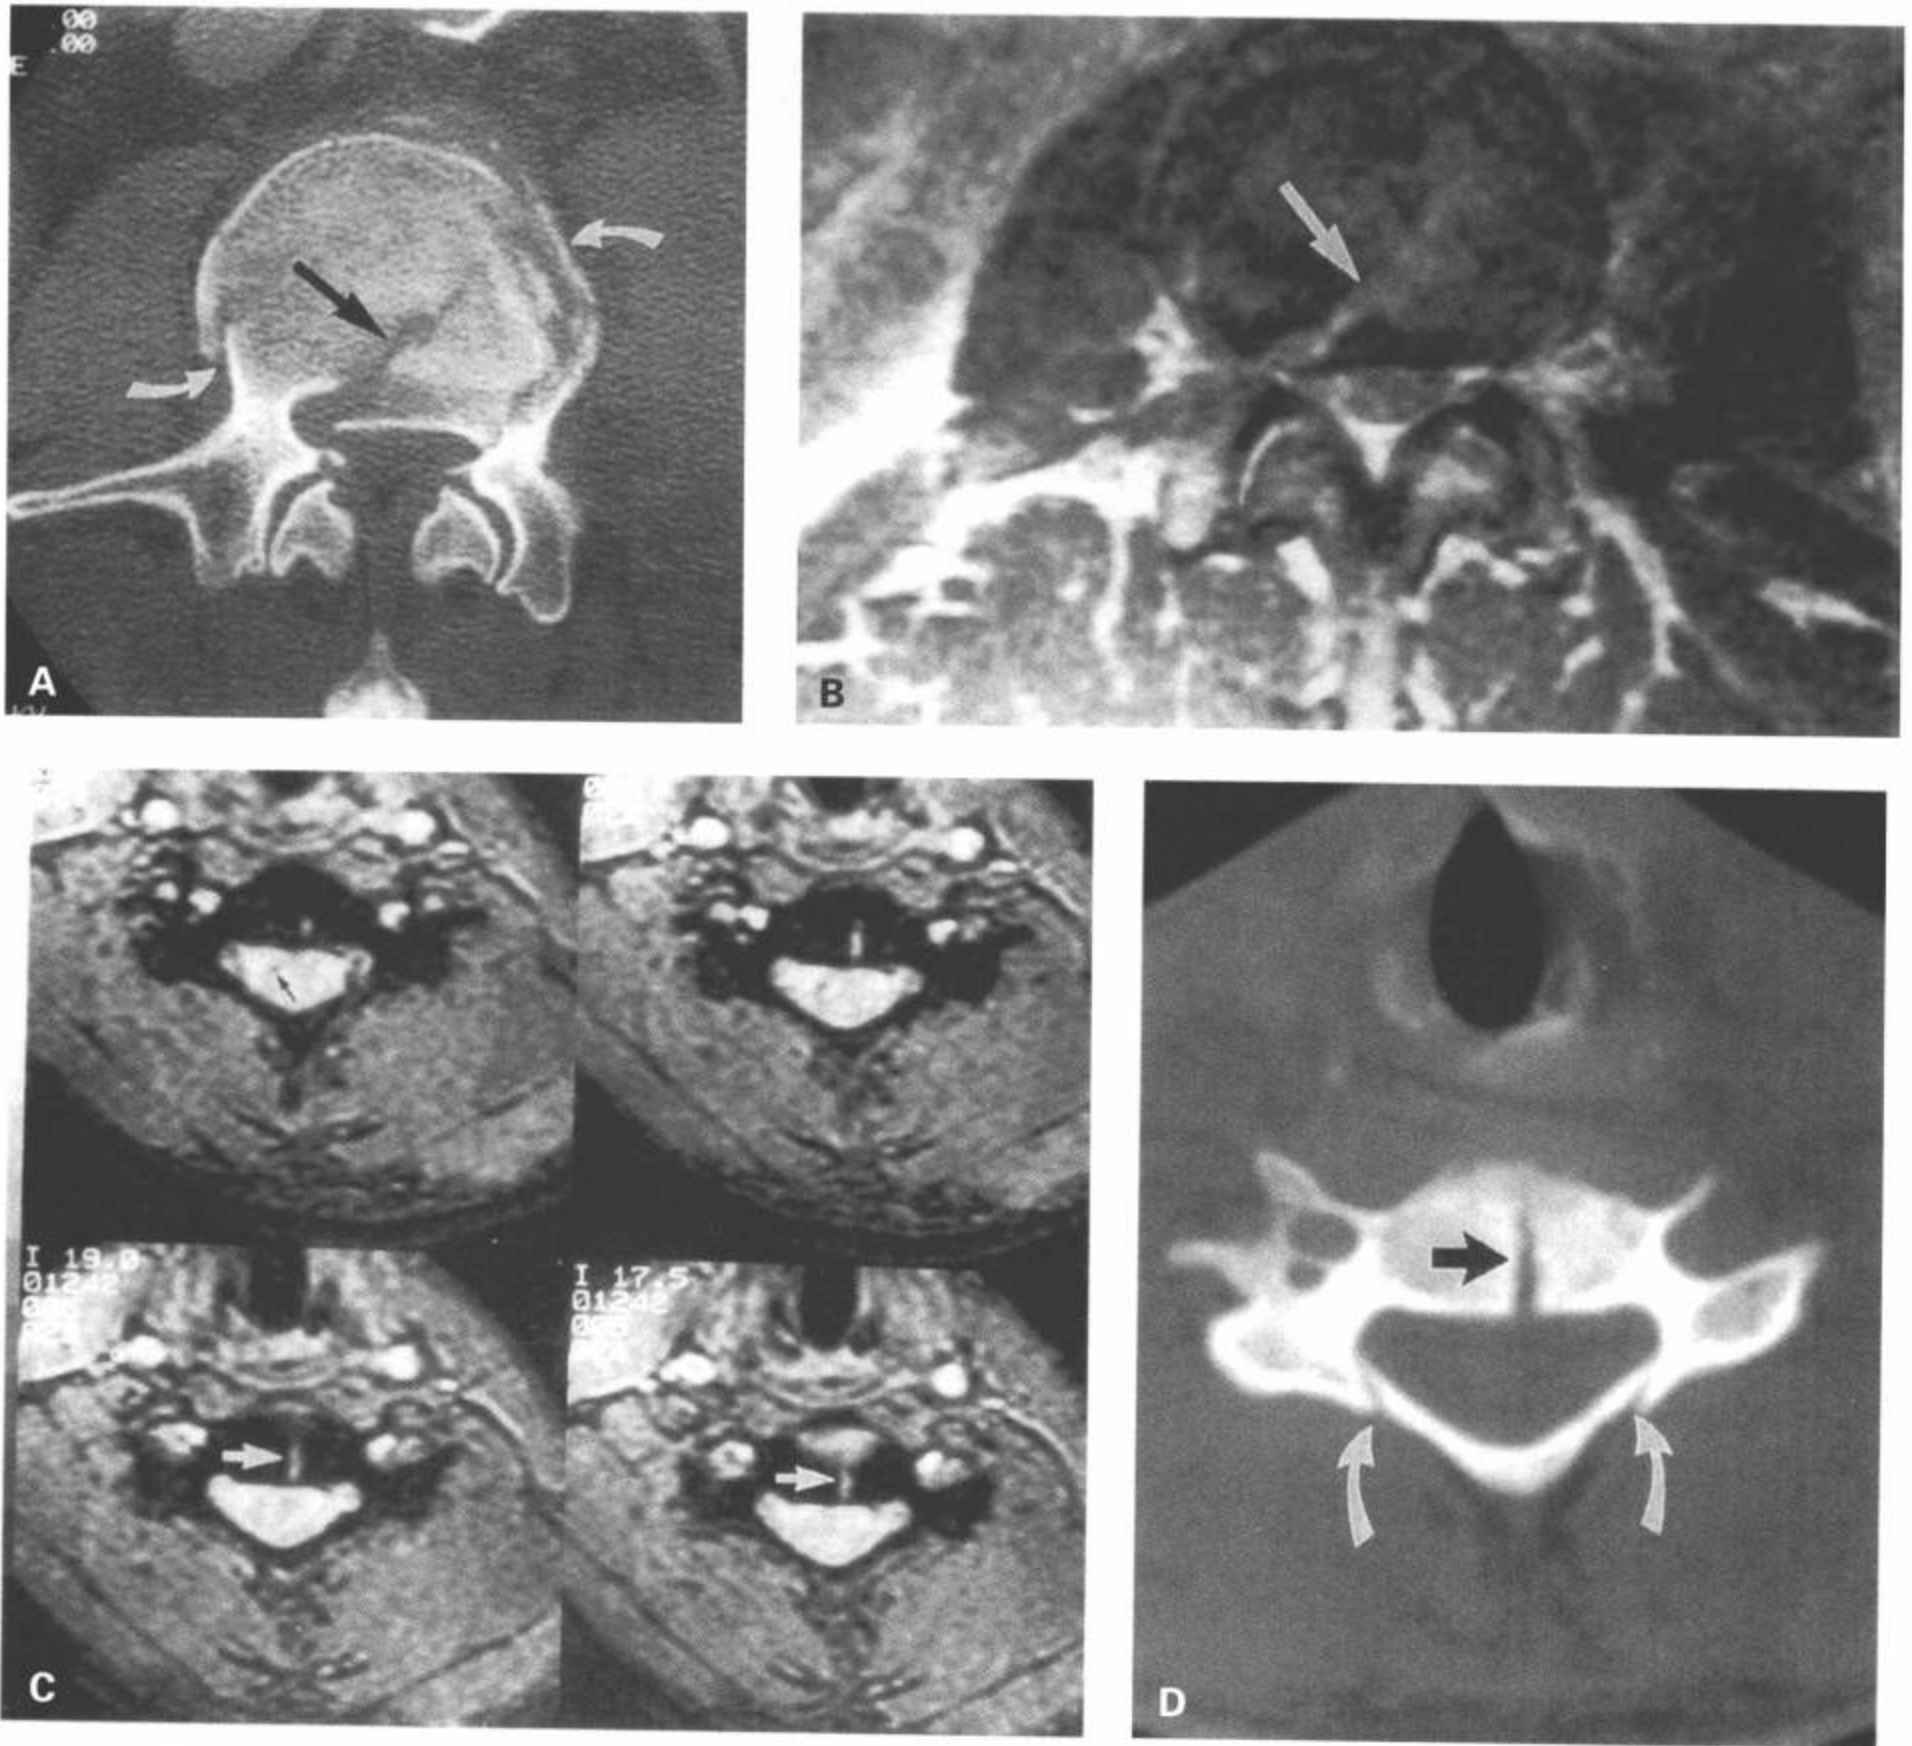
用MRI和CT显示的骨折。A: CT横断面图像显示L3粉碎性骨折。一条斜行的骨折线(箭)划定了后移骨碎片的边界。骨折延伸到周围的皮质缘之外(弯箭)。B: 与(A)相同层面的横断面FSE中间加权图像。骨折线(箭)的表现类似于CT图像;然而其他骨折线和骨碎片显示不佳。C: 另外一例病人的横断面3DFT梯度回波图像显示,一条垂直方向的骨折线延伸到一个颈椎椎体中部(白箭)。脊髓右前面有一个残留的小出血灶(黑箭)。D: 与(C)同一层面的CT横断面图像也显示了垂直的骨折线(黑箭)。另外,双侧椎板存在骨折(白箭)。这种表现在MRI上难于显示。(From: Flanders AE, Croul SE. Spinal trauma. In: Atlas SW. Magnetic Resonance Imaging of Brain and Spine.3rd ed. Philadelphia: Lippincott Williams & Wilkins; 2002:1775, with permission.)
